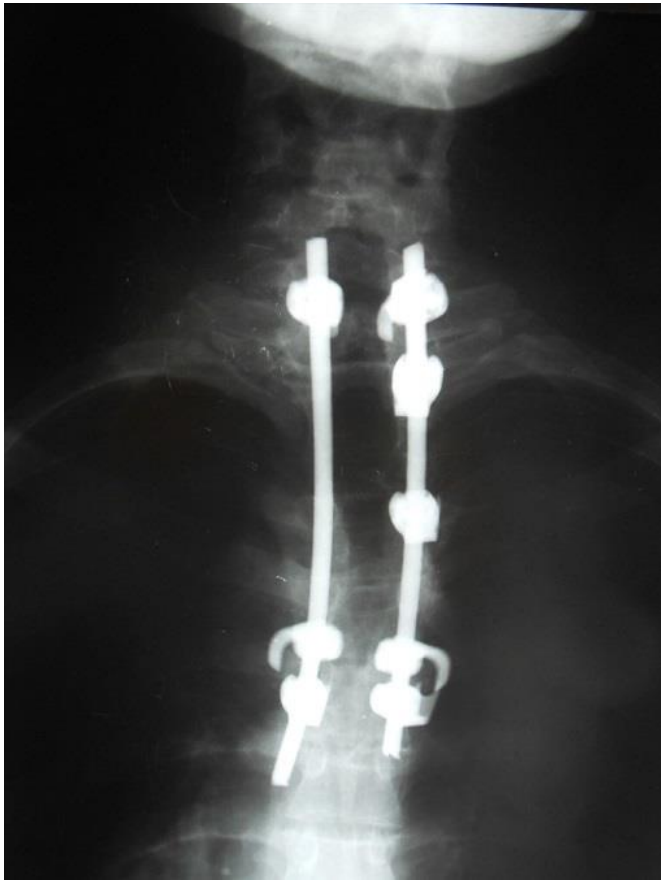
Radiographie post-opératoire après laminectomie décompressive et stabilisation du rachis dorsal par instrumentation postérieure
